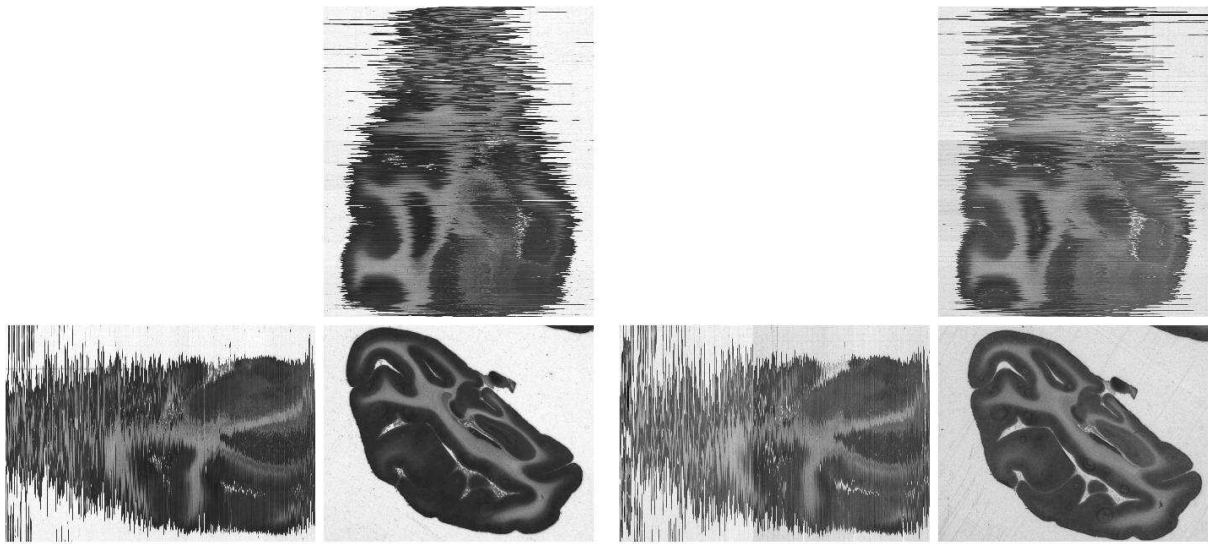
Trois vues orthogonales de l'empilement initial des images autoradiographiques de l'hémisphère gauche postérieur d'un singe rhésus, marquées avec deux isotopes différents. A gauche : images marquées avec l'isotope Tritium ; A droite : images marquées avec l'isotope ^{14}C .*
